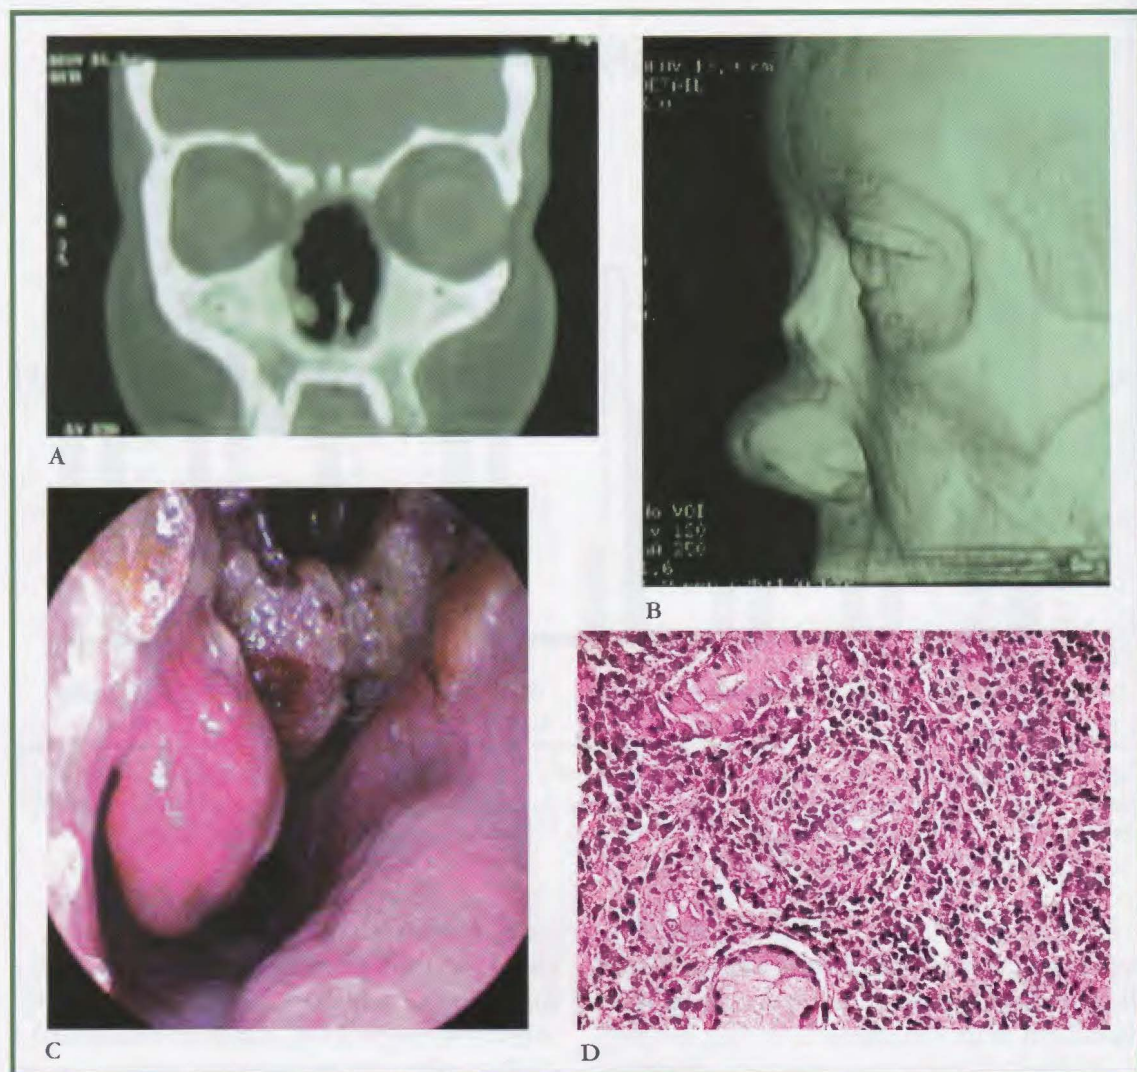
Giovane donna affetta da granulatosi con poliangioite (di Wegener) con lesioni destruenti delle vie aeree superiori. A,B. tomografia computerizzata che mostra massiva distruzione delle strutture nasali con tipica deformità a sella. C. quadro rinoscopico. D quadro istologico della mucosa nasale con evidente flogosi granulomatosa.
